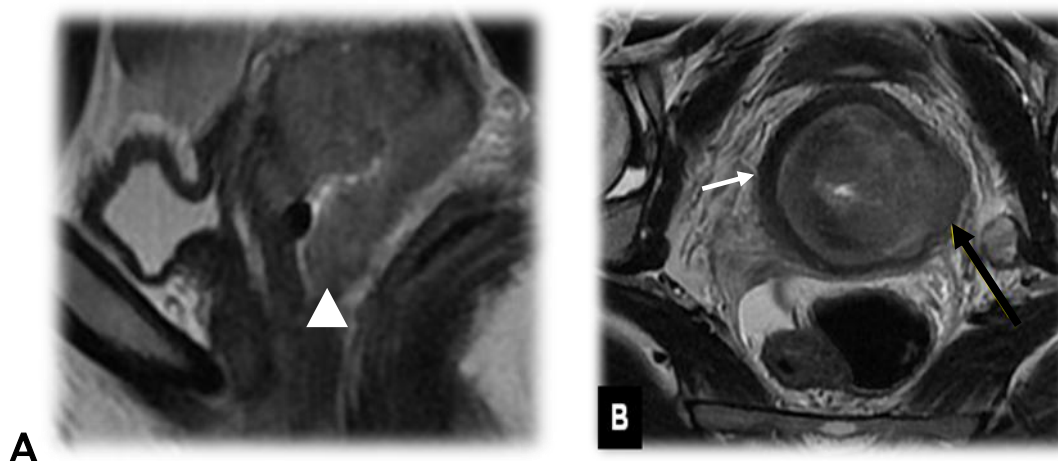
A-B: Extension vaginale. IRM en pondération T2, coupe sagittale et axiale: patiente de 35ans, lésion tumorale du col utérin de 5cm étendu au paramètre gauche (interruption de l'anneau hypointense du stroma fibreux en postéro-latérale gauche, flèche noire) et respect du paramètre droit (anneau hypointense du stroma fibreux continu, flèche blanc), on note également une extension vaginale ne dépassant pas les 2/3 supérieurs (tête de flèche).
